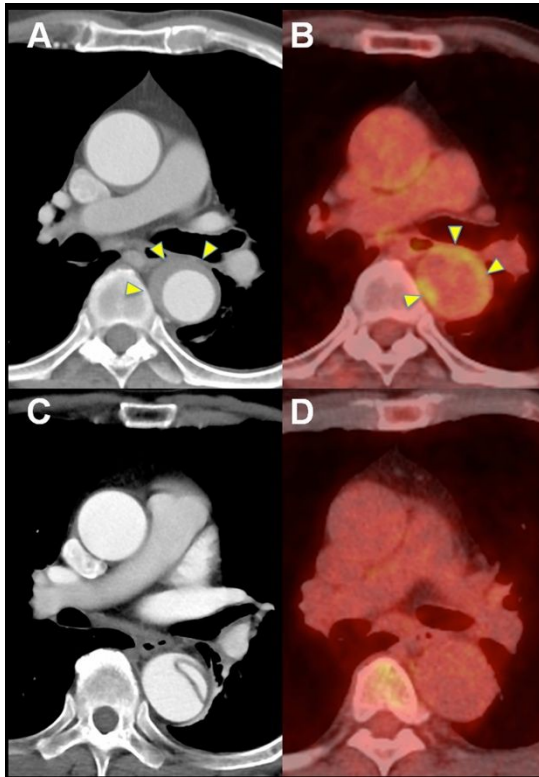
偽腔閉塞型解離と偽腔開存型解離における造影 CT 所見 (A, B) と PET 画像(C, D)
